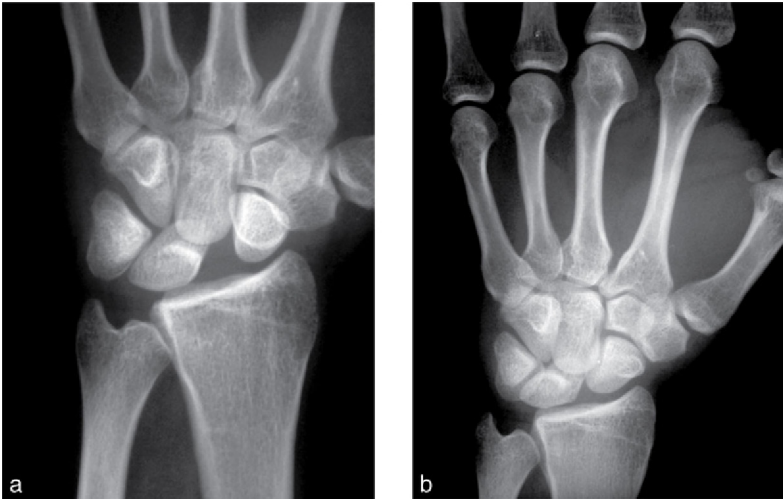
Radiographies du poignet chez un même patient.
